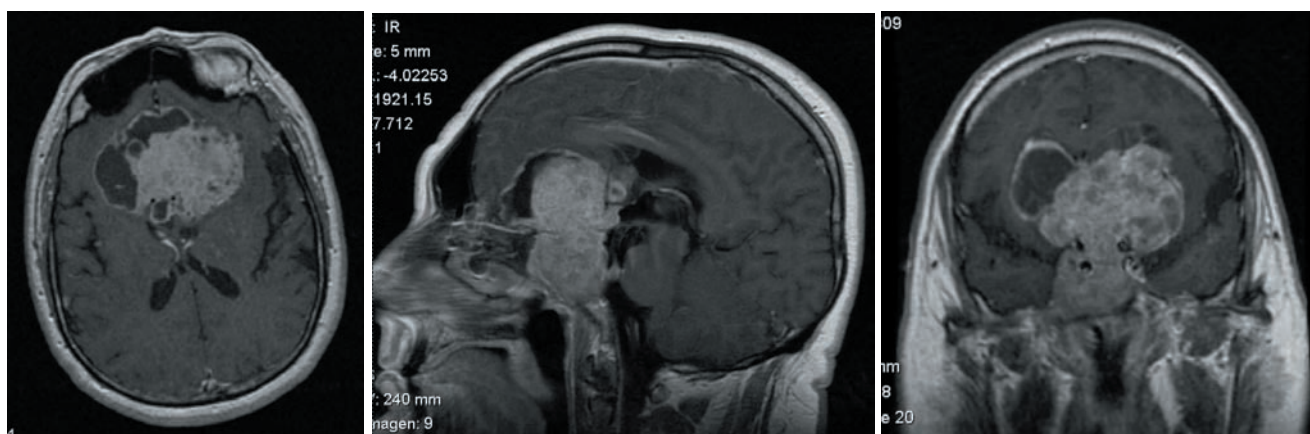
Imagen de RM en secuencia T1 con gadolinio. Cortes axial, sagital y coronal. Se aprecia lesión en región selar y supraselar, invadiendo el seno cavernoso derecho y el clivus. Porción sólida con realce intenso y porciones quísticas.
